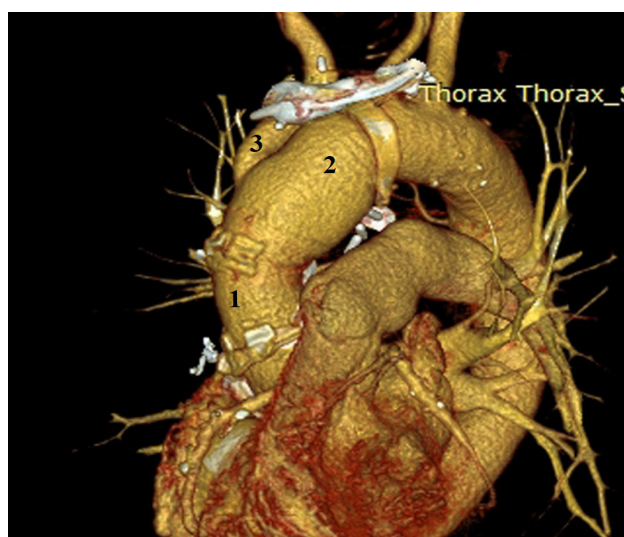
КТ-реконструкция после операции (выполнено супракоронарное протезирование восходящего отдела Ao (1), незавершенное протезирование дуги Ao (2), протезирование БЦС (3))
